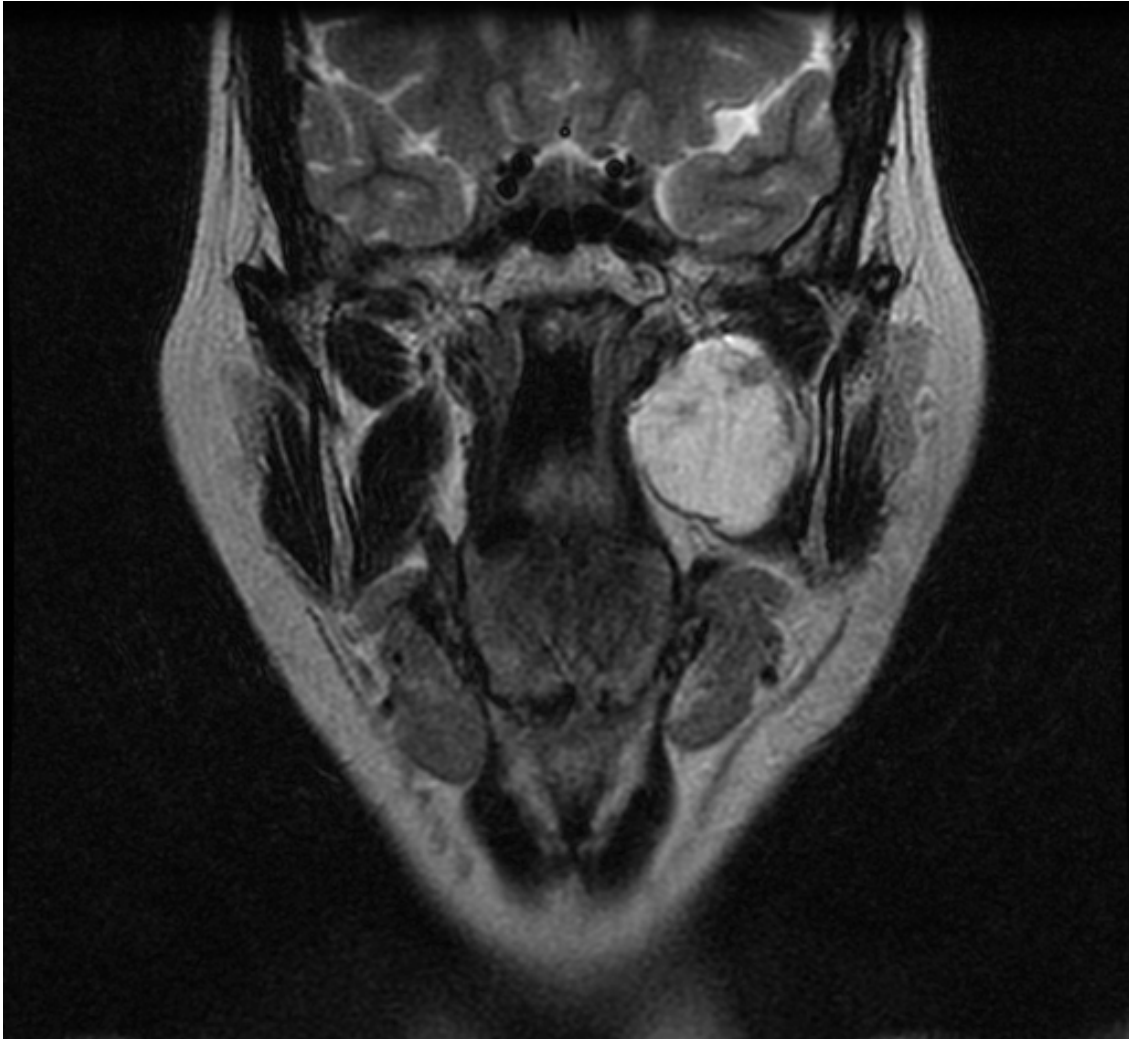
B. Adenoma pleomorfo izquierdo. Las flechas señalan el plano graso que separa la lesión del tejido parotídeo. RMN en secuencia T2. Corte coronal.
